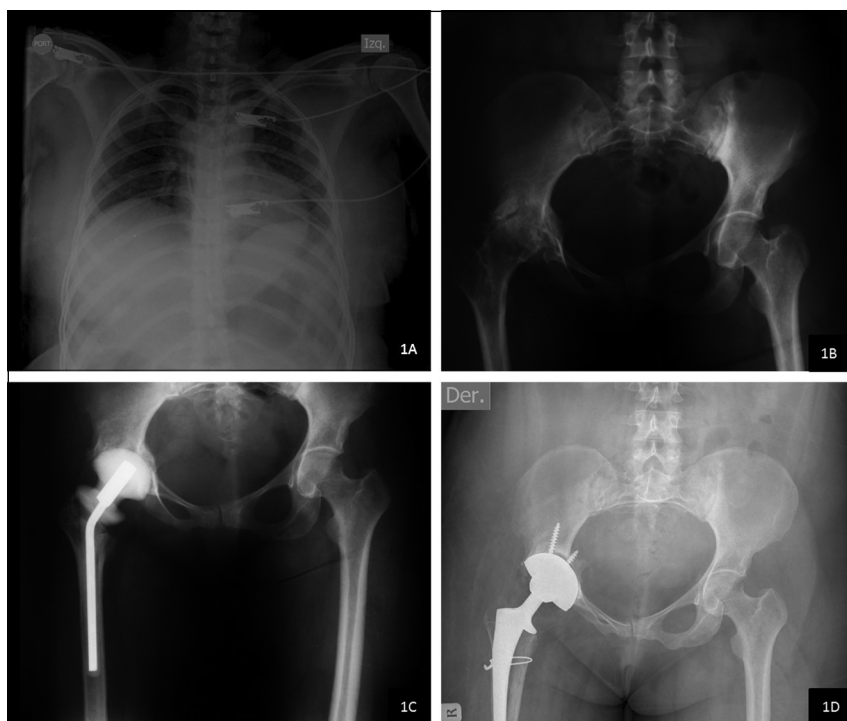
A: Radiografía antero posterior de tórax. B: Cadera previo a la cirugía. C: Espaciador previo a segunda prótesis. D: Prótesis de cadera definitiva.
